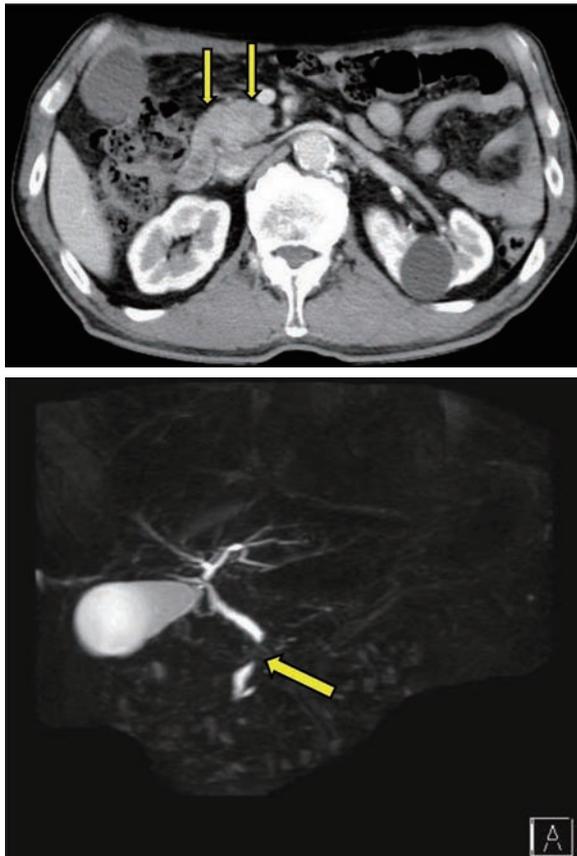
Abdominal CT showed pancreatic head enlargement. MRCP showed stenosis of bile duct.
